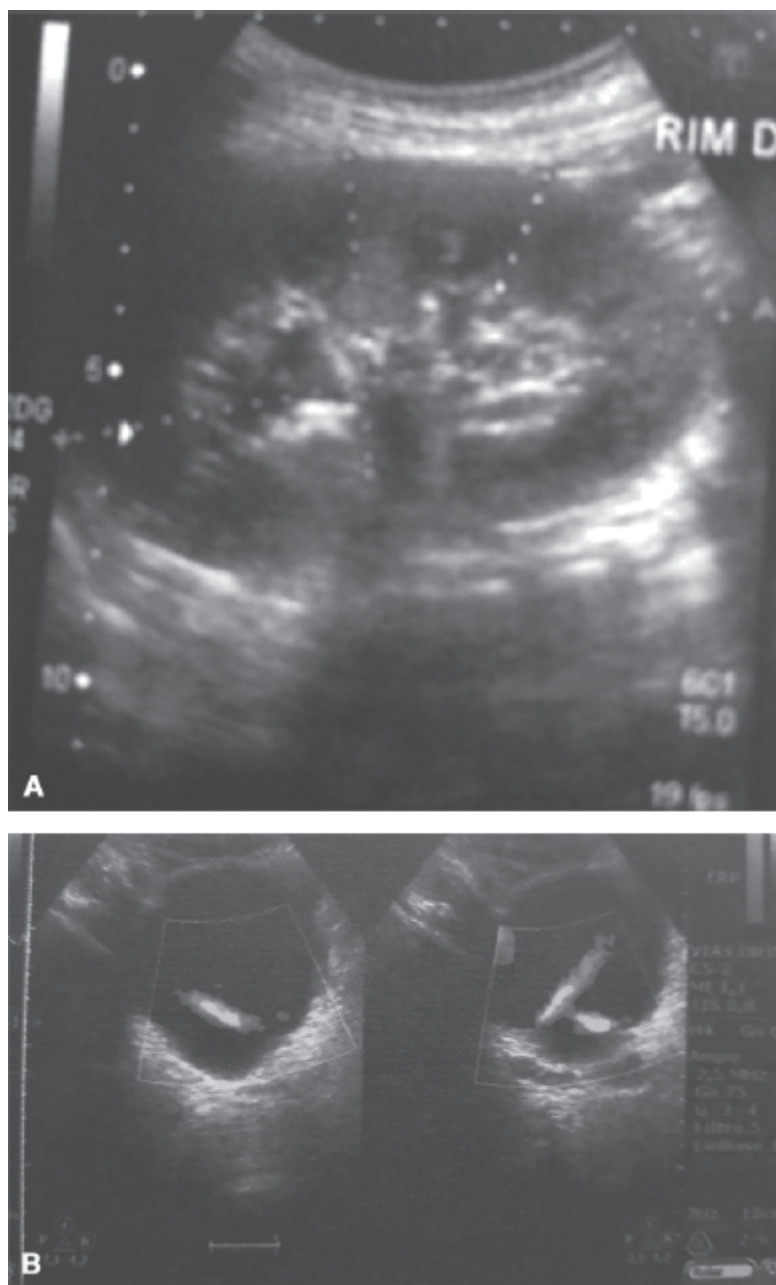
A. Ultrassonografia mostrando rim de aspecto normal. B. Jato urinário normal na bexiga.
